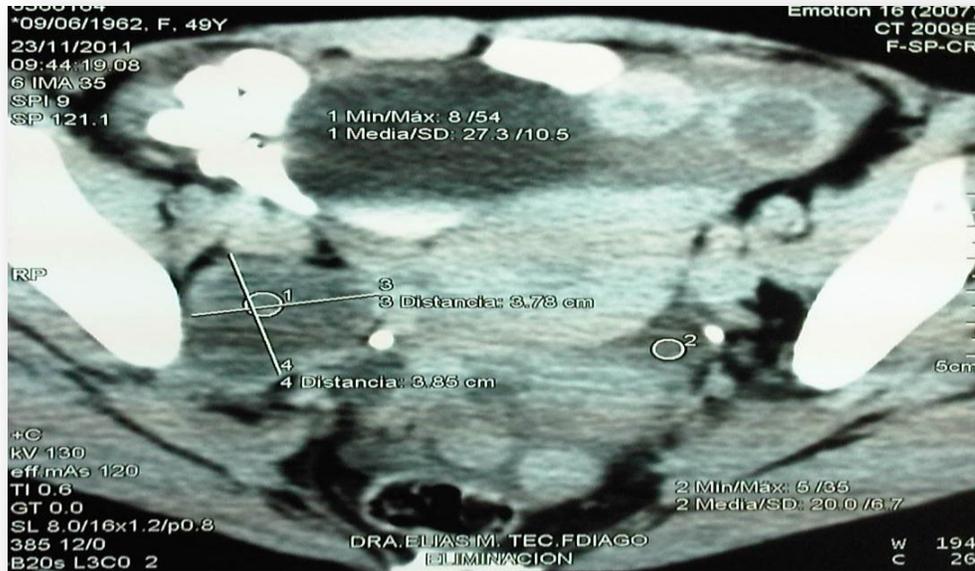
TAC de pelvis. Tomografía axial computarizada de pelvis con doble contraste, donde se observa lesión de 3.78 x 3.85 cm en ovario derecho, además de observar metástasis ganglionar y ósea.
